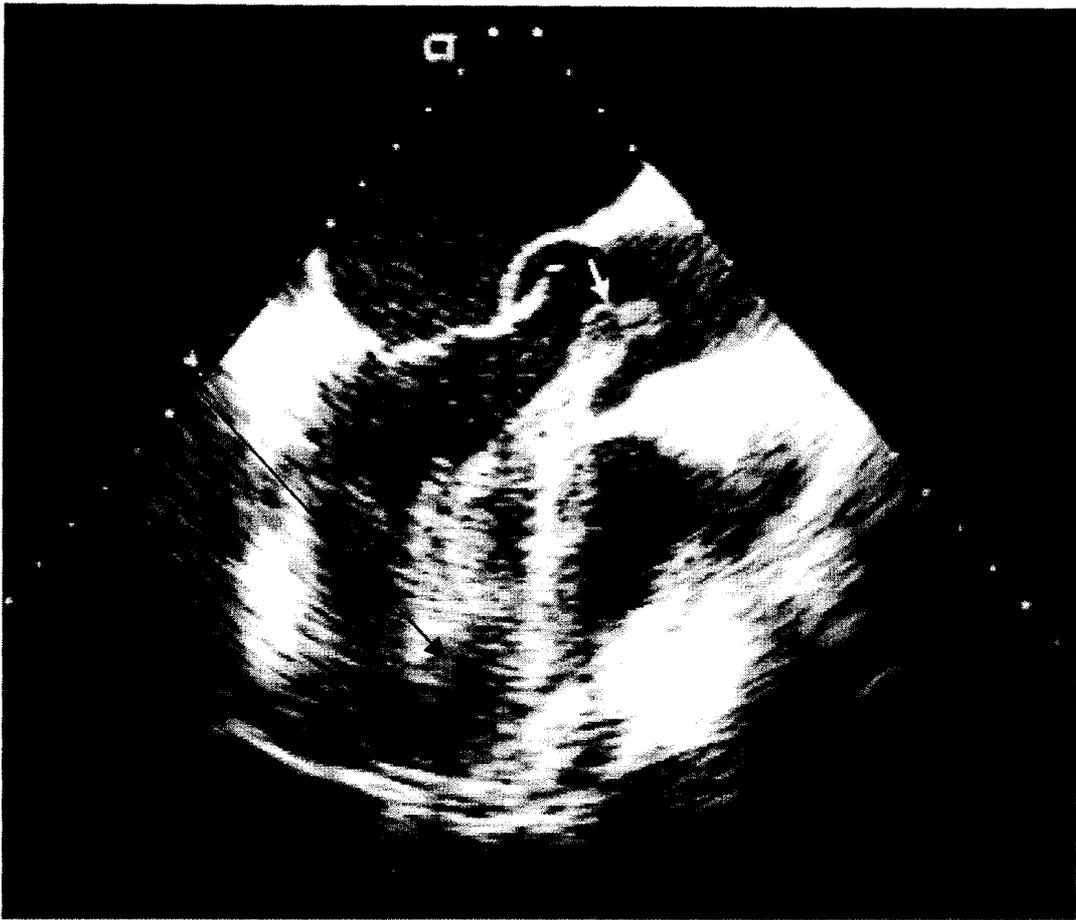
coupe d'échographie cardiaque transoesophagienne montrant un thrombus à l'apex du ventricule gauche (flèche bleue) [116].
